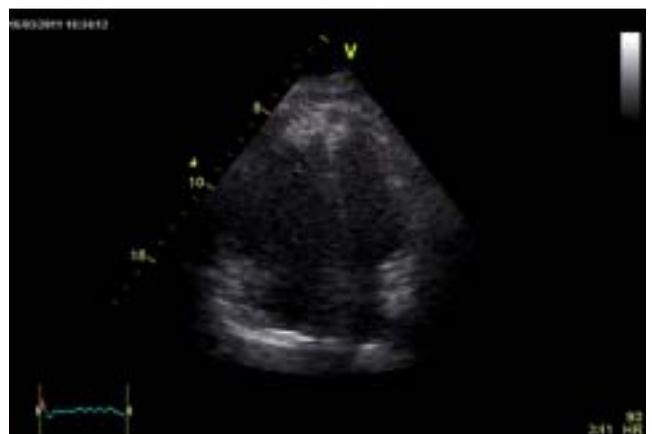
Ecocardiograma: cavidades derechas dilatadas con disquinesia de séptum interventricular
